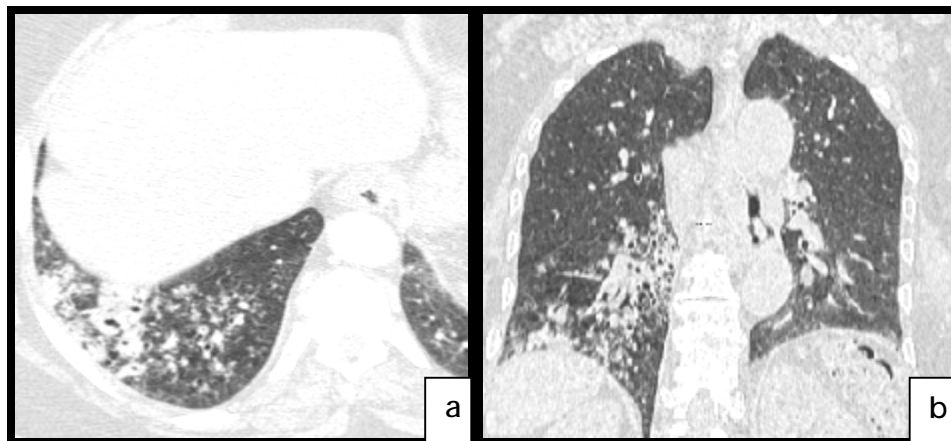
(cas N°1) : TDM thoracique, coupe axiale (a) et reconstruction coronale (b), en fenêtre parenchymateuse :
